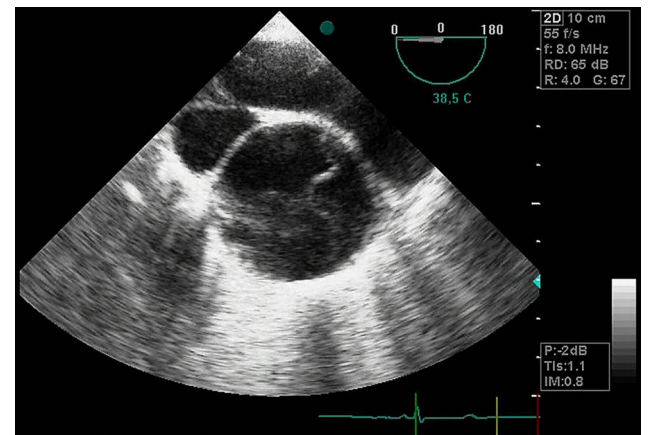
Imagen de ecocardiograma transesofágico en la que se observa el flap de la disección aórtica.
